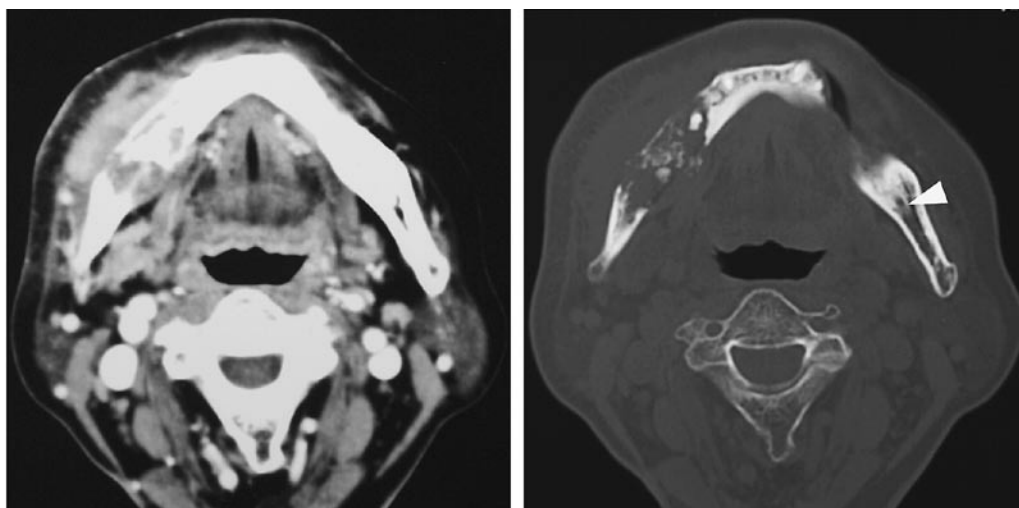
CT 横断像（スライス厚 3mm，左：造影後軟組織表示・右：骨表示）；骨吸収部の皮質骨は破壊されており，頬舌側への軟組織進展が認められる。破壊され残った骨が病変内に散在している。健側に認められる下顎管（矢頭）が患側で消失しており，下顎管に破壊が及んでいる点に注意
